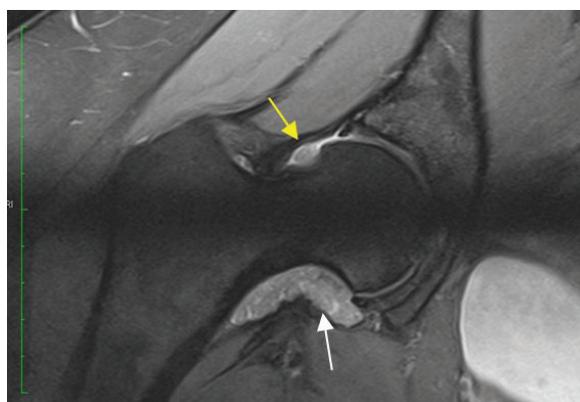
Ressonncia magntica da anca direita, corte radial. Presena de sinovite exuberante difusa (seta branca), com tumefaco da sinovial localizada na zona da imagem de subtrao do colo femoral vista em radiografia simples (seta amarela).
